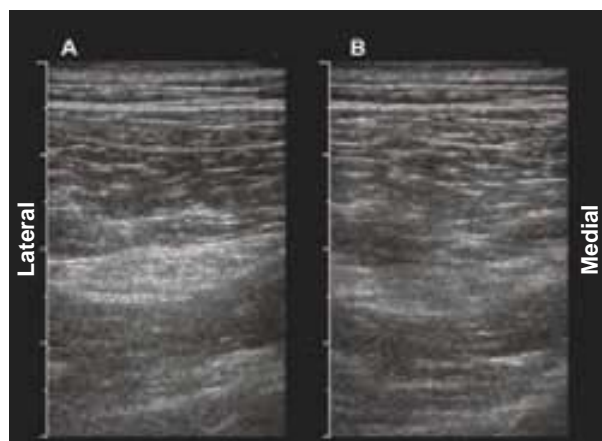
Anisotropía de nervios periféricos. En estas ecografías lado a lado, el nervio ciático se observa en la proyección transversa (eje corto). Al inclinar unos 10 grados el transductor, respecto de la posición neutral (A), se reducen notablemente los ecos recibidos desde el nervio (B).
